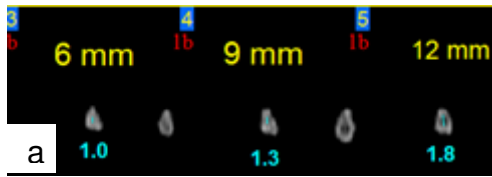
(a) - Tomografia do canal anatômico da amostra 1
